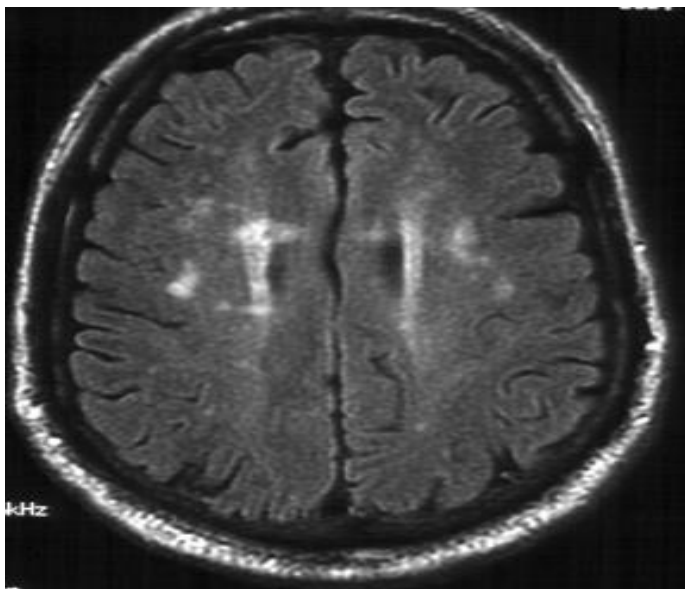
IRM cérébrale séquence FLAIR montrant des hypersignaux de la substance blanche chez un patient présentant des manifestations neuropsychiatriques en rapport avec une carence en vitamine B12
